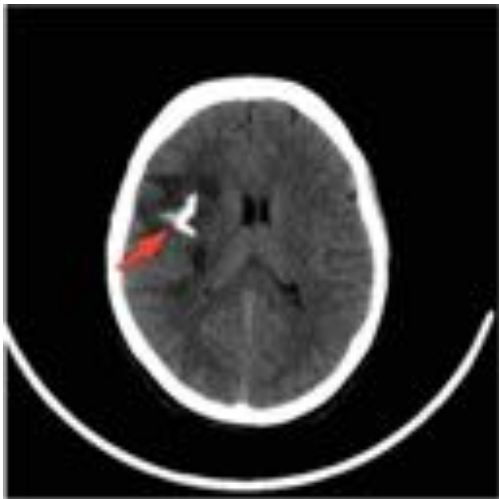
TC craneal sin CIV del mismo paciente: Se identifica la lesión frontal derecha con apariencia hipodensa y edema vasogénico circundante, con una imagen en su centro de alta densidad correspondiente a la descrita en la Figura previa, confirmando el hallazgo de lesión calcificada. Este caso muestra la sensibilidad del TC para detectar lesiones con calcio.
